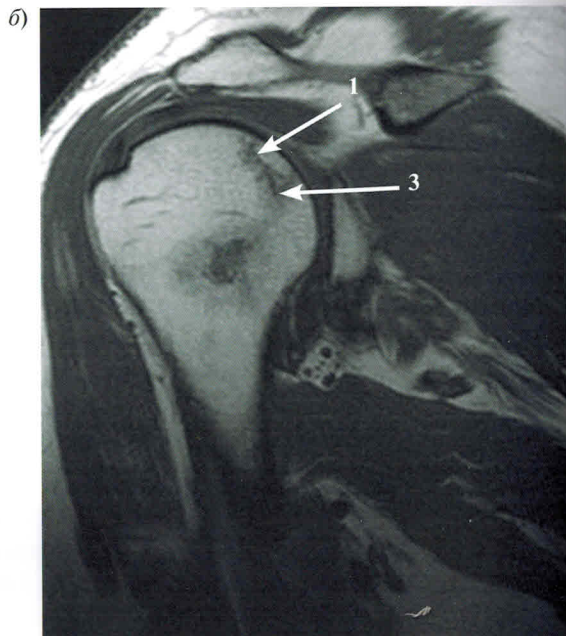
МРТ плечевого сустава
